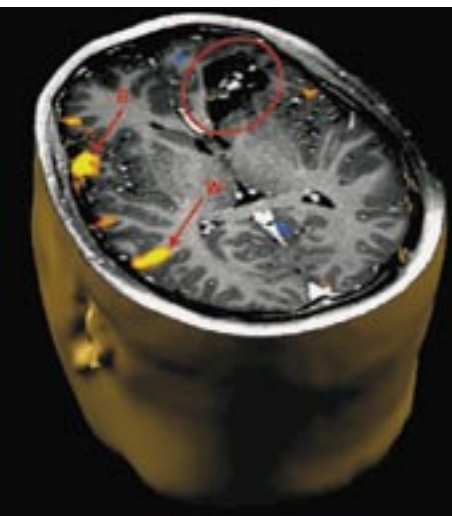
f-MRI onderzoek bij een linkshandige patiënt met een oligodendroglioma rechts frontaal (cirkel). De eloquente taalgebieden van Broca (B) en Wernicke (W), weergegeven in geel-oranje kleur, waren bij deze patiënt sterk linkszijdig gelateraliseerd (ondanks de linkshandigheid). Gezien deze f-MRI bevindingen kon de rechtszijdig gelokaliseerde tumor volledig geresecteerd worden; postoperatief waren er geen taal- of spraakafwijkingen.
